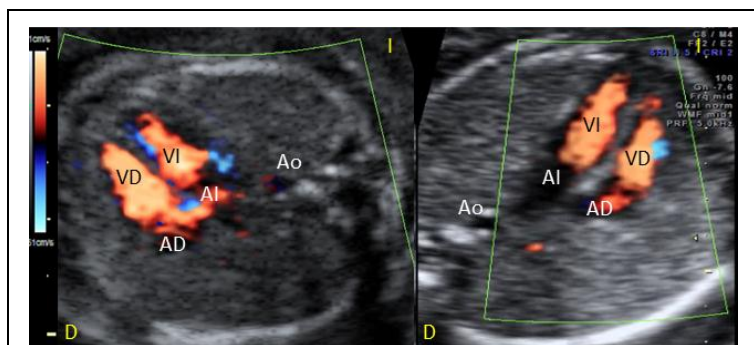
Imagen del Corte IV de ALEESCA aplicando la técnica Doppler color. Se observa flujo de entrada de ambas aurículas a ambos ventrículos (coloreado en rojo). En la parte posterior izquierda del tórax, próxima a la columna se visualiza la aorta descendente (Ao). La imagen izquierda corresponde a un feto en presentación podálica, mientras que la derecha corresponde a una presentación cefálica (AD, aurícula derecha; AI, aurícula izquierda; VD, ventrículo derecho; VI, ventrículo izquierdo).
